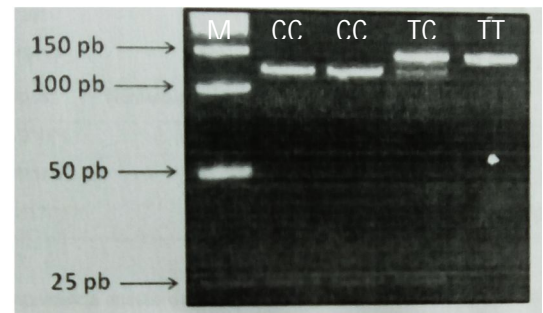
Fragmentos de DNA observados no gel de poliácridamida após a digestão para o polimorfismo *CYP2C19*17*. A letra M representa o marcador molecular utilizado. Homozigoto selvagem (CC) detetado no tamanho 116-27pb. Heterozigotos (TC) observado nos tamanhos 116-27 e 143pb. Homozigoto mutado (TT) detetado no tamanho 143pb.
